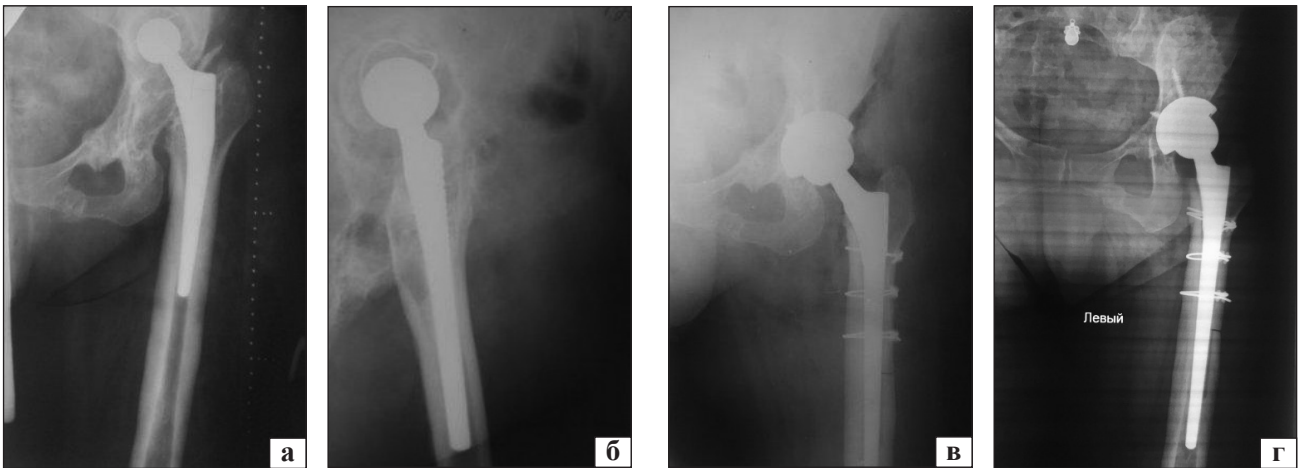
Рентгенограми пацієнтки Д.: а, б) на момент госпіталізації; в) після операції та заповнення кісткового дефекту алоімплантатом; г) через 6 міс.
